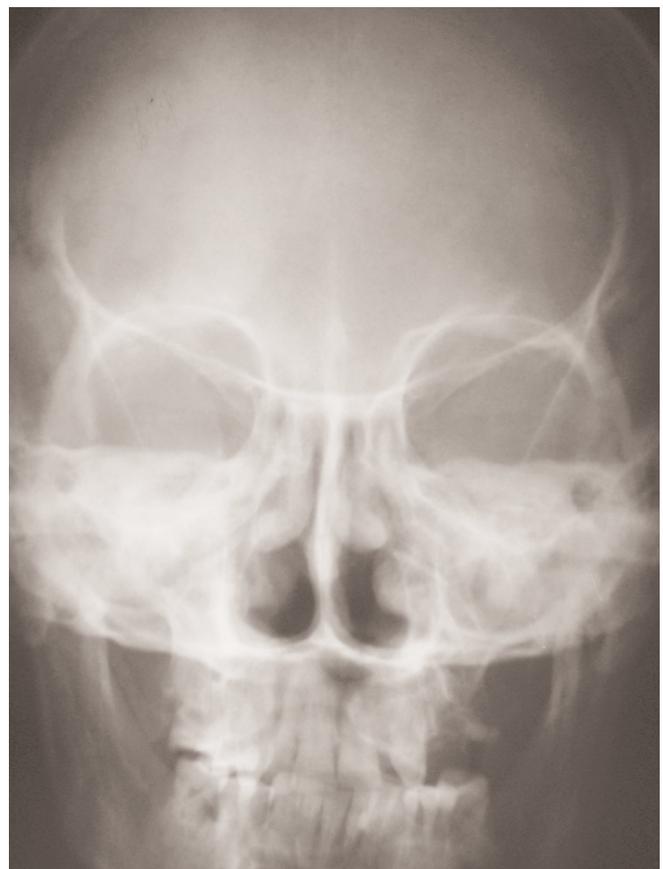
Radiografía de senos paranasales de la paciente. Se aprecia hipoplasia de senos frontales y engrosamiento de la pared de los senos maxilares
